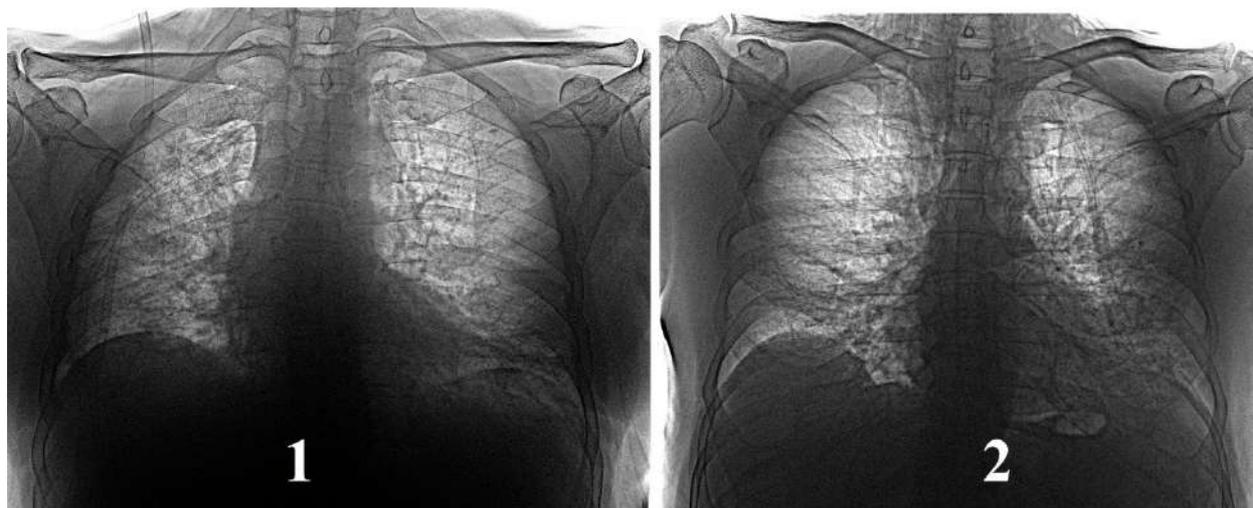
Рентгенограммы (пациенты Ф. (1) и Н. (2)) – пневмомедиастинум без подкожной эмфиземы и пневмоторакса (собственное наблюдение)
